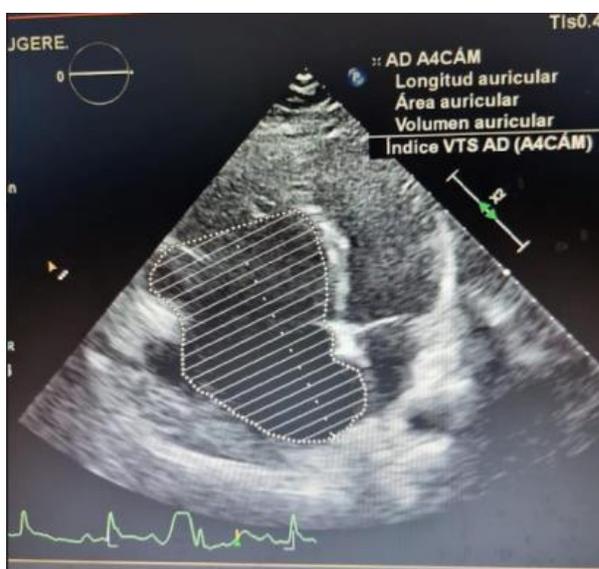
Ecocardiograma efectuado previamente a la operación
